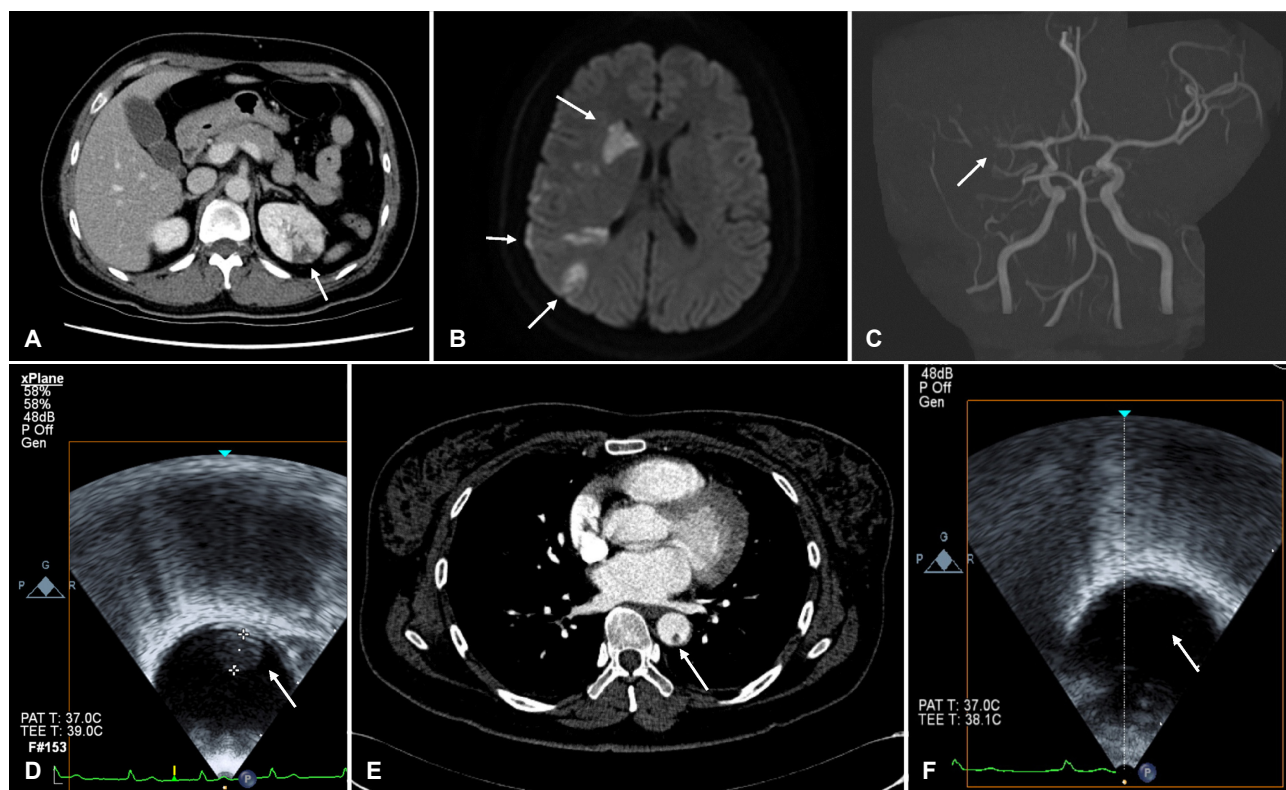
(A) Multifocal clear cutting low density lesions in left kidney in abdomen-pelvis computed tomography with contrast shows acute infarction in left kidney (white arrow). (B) High signal intensity lesion in diffusion weighted image is noted and this finding correlate with right middle cerebral artery infarction (white arrows). (C) Time of flight magnetic resonance angiography image shows occlusion of right middle cerebral artery (white arrow). (D) Trans-esophageal echocardiography (TEE) shows highly mobile, hypoechoic ovoid mass attached on the descending thoracic aorta (30 cm from incisor, size 0.58×0.66 cm) which is indicative of thrombus (white arrow). (E) 3D-aorta computed tomography shows thrombus in descending thoracic aorta (white arrow). (F) Follow up TEE was done after 2 weeks and no thrombus is visible (arrow).
